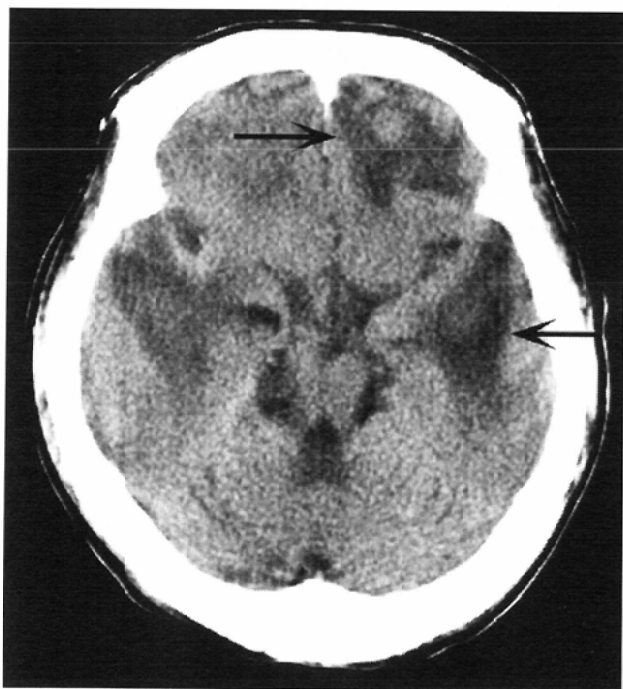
Brain contusion. Plain CT. An ill-defined, inhomogeneous, low-density area is noted in the left frontal and temporal lobes (arrows). It is necessary to differentiate from cerebral infarct because the low-density area includes the cortices. However, cerebral infarct is easily excluded based on the distribution of the lesion. Low-density areas are noted in both the territories of the anterior and middle cerebral arteries. It is rare that cerebral infarct occurs in the bordering two vascular territories.
